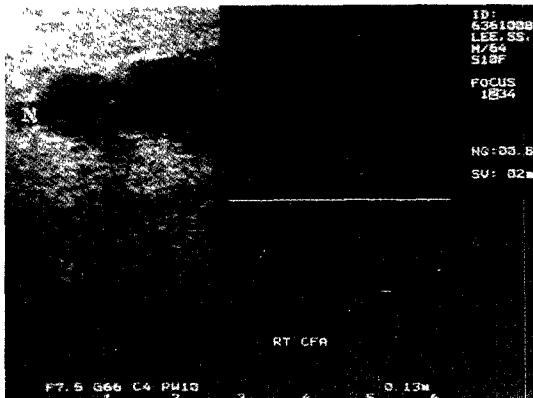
2-D ultrasound and continuous wave Doppler recording of a patient with a right femoral arterial pseudoaneurysm after Ultrasono-Guided Compression Repair. It shows complete resolution of abnormal flow.
